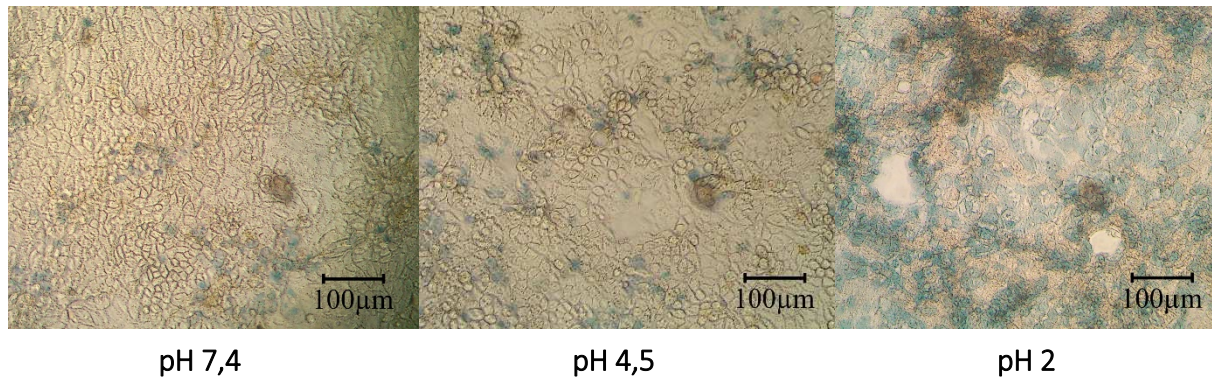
Makroskopie von Caco-2/TC7 Zellen in Abhängigkeit des pH-Wertes
